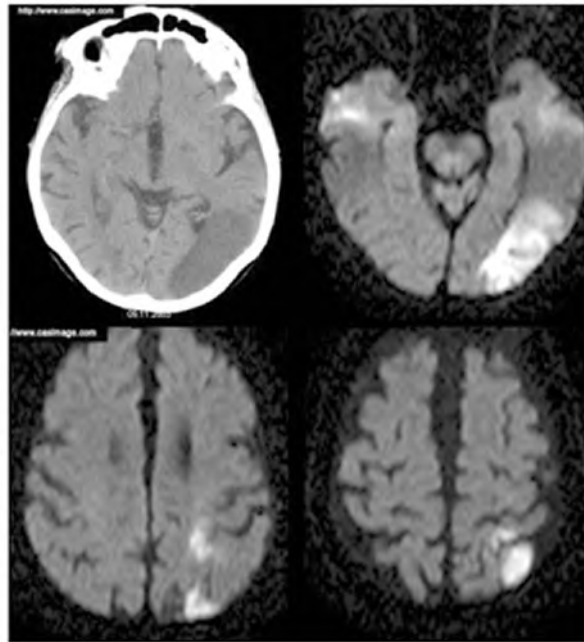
Hình MRI khuếch tán cho thấy hình ảnh nhồi máu nhỏ cấp ở vùng đỉnh chẩm trái, thùy đỉnh trái, và thùy trán trái, MRA vùng cổ thấy mất tín hiệu động mạch cảnh trong trái ở nền sọ (TIW cho thấy bóc tách động mạch – không có trên hình) và hình TOF 3D mạch máu não cho thấy giảm tưới máu nặng trên động mạch cảnh trong nội sọ và động mạch não giữa trái [17]
